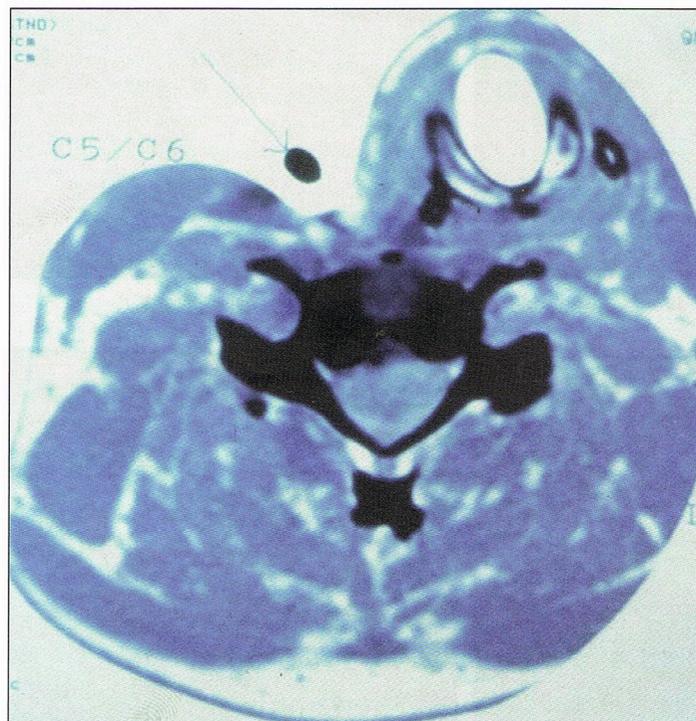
Sur cette IRM axiale C5-C6, un instrument appuie sur le disque et repousse à gauche la trachée, bien visible par l'air qu'elle contient.
